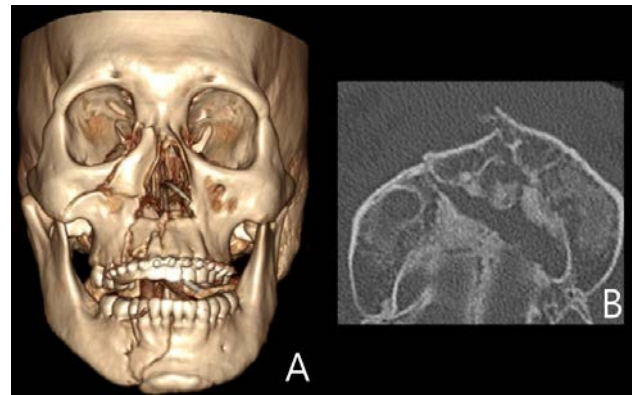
(A) 3D CT image and (B) Axial CT image after primary open reduction of maxilla fragments.
